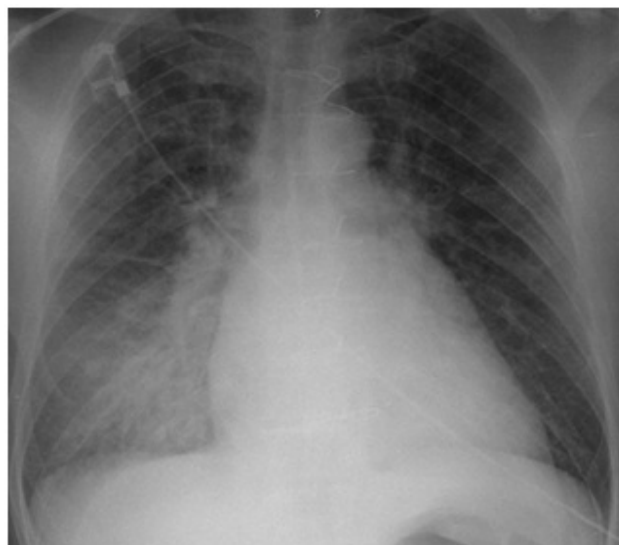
Telerradiografia de tórax PA imediatamente após a cardioversão eléctrica e aparecimento de sinais de edema agudo pulmonar.
